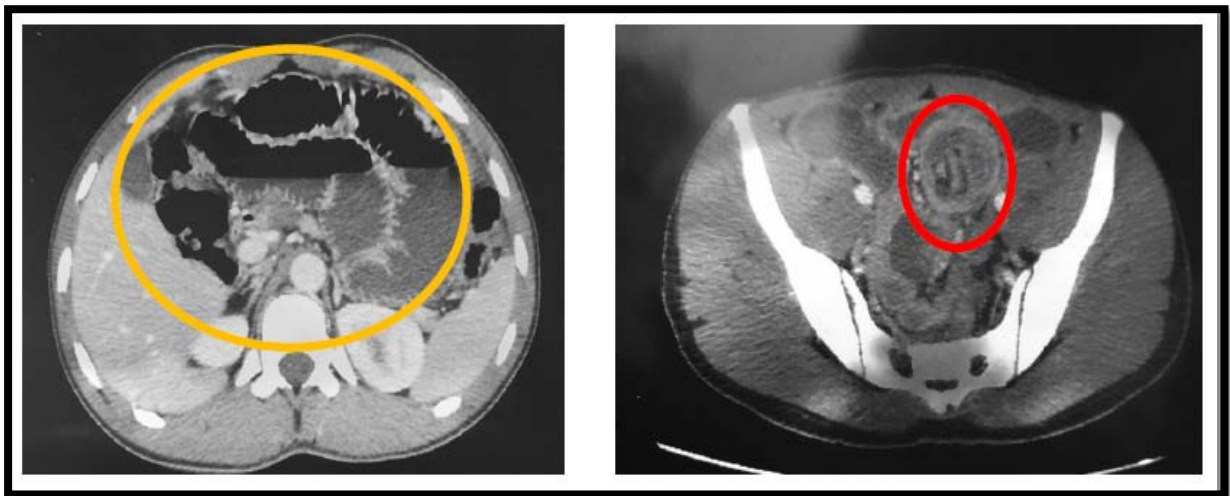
TDM C+ coupes axiales : occlusion sur Invagination intestinale aigue, notez la distension des anses grêliques (48 mm) renfermant des NHA (○) en amont d'une image de télescopage digestif iléale sus-vésical réalisant un aspect en «cocarde» avec épaissement et dédoublement pariétal (○).
